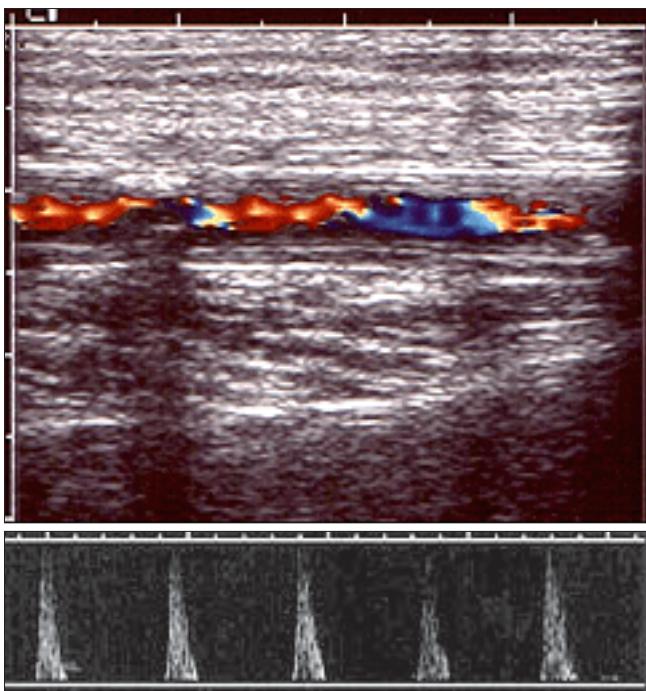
Eco-Doppler: imagen y registro Doppler de estenosis significativa de arteria femoral superficial.
